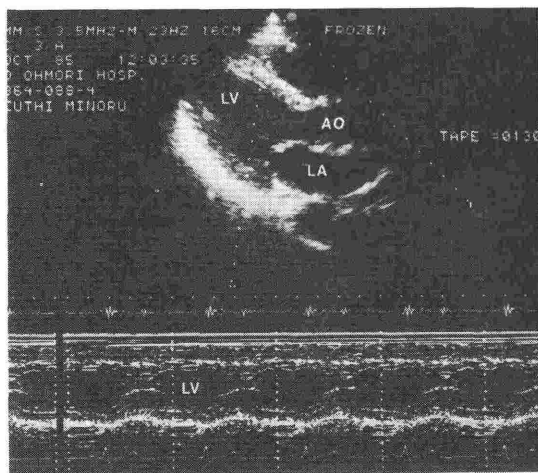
断層心エコー図とMモード心エコー図の併用. 上段は長軸断層図で, 点線で下段のMモード心エコー図の位置を決めることができる. LV:左室腔, AO:大動脈, LA:左房腔
